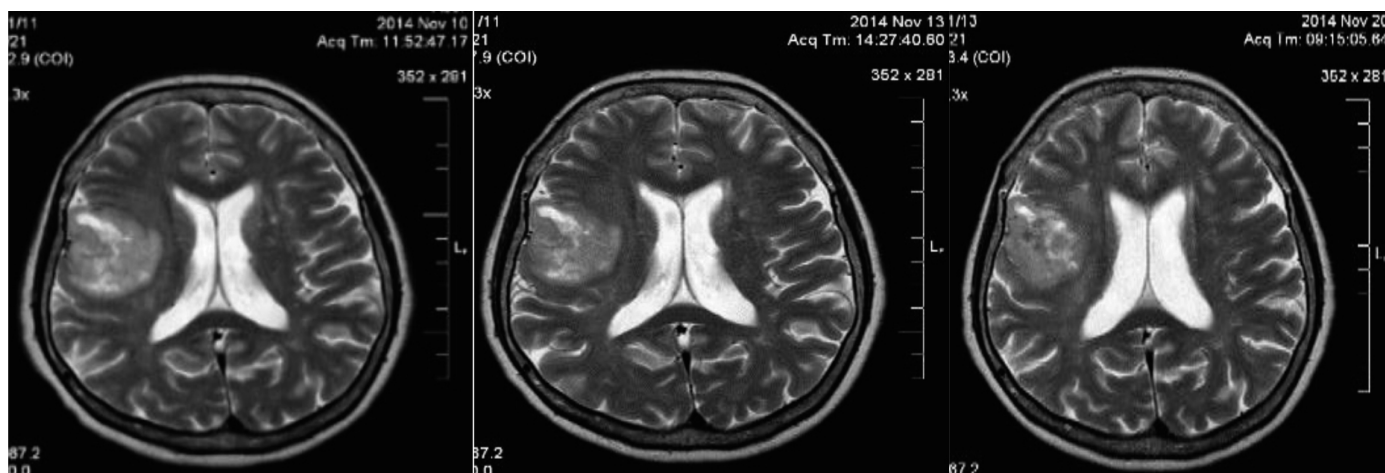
Хвора, 60 років. Гліобластома. МРТ на T2-33 до СРХ (А), через три дні після СРХ (Б) та через 10 днів після СРХ. Розмір пухлинного вогнища майже не змінився через 3 дні після СРХ, проте помітно зменшився на 10-й день після лікування.
